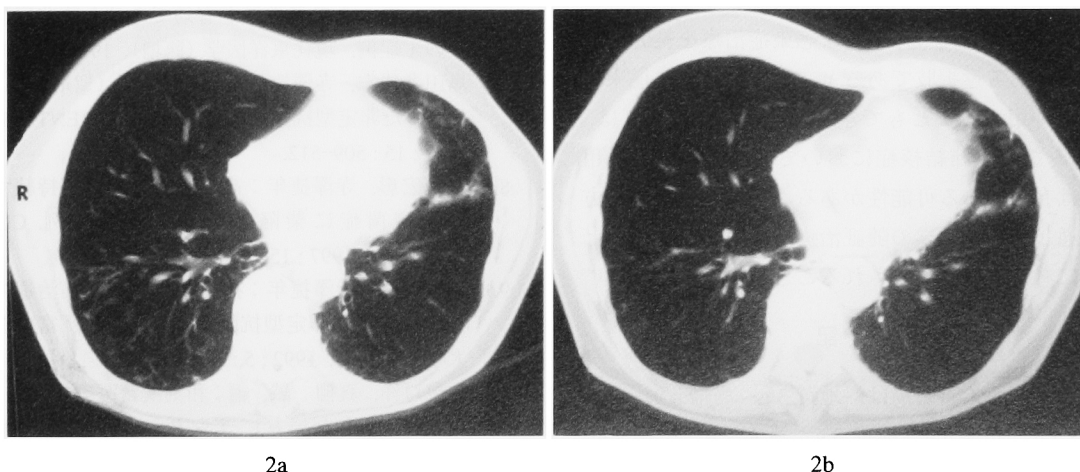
2b Chest CT on Sep. 11, 2002 (2a) and on Dec. 19, 2003 (2b). Reticular opacities predominantly on the right lung field were improved in Chest CT films on Dec. 19, 2003.
